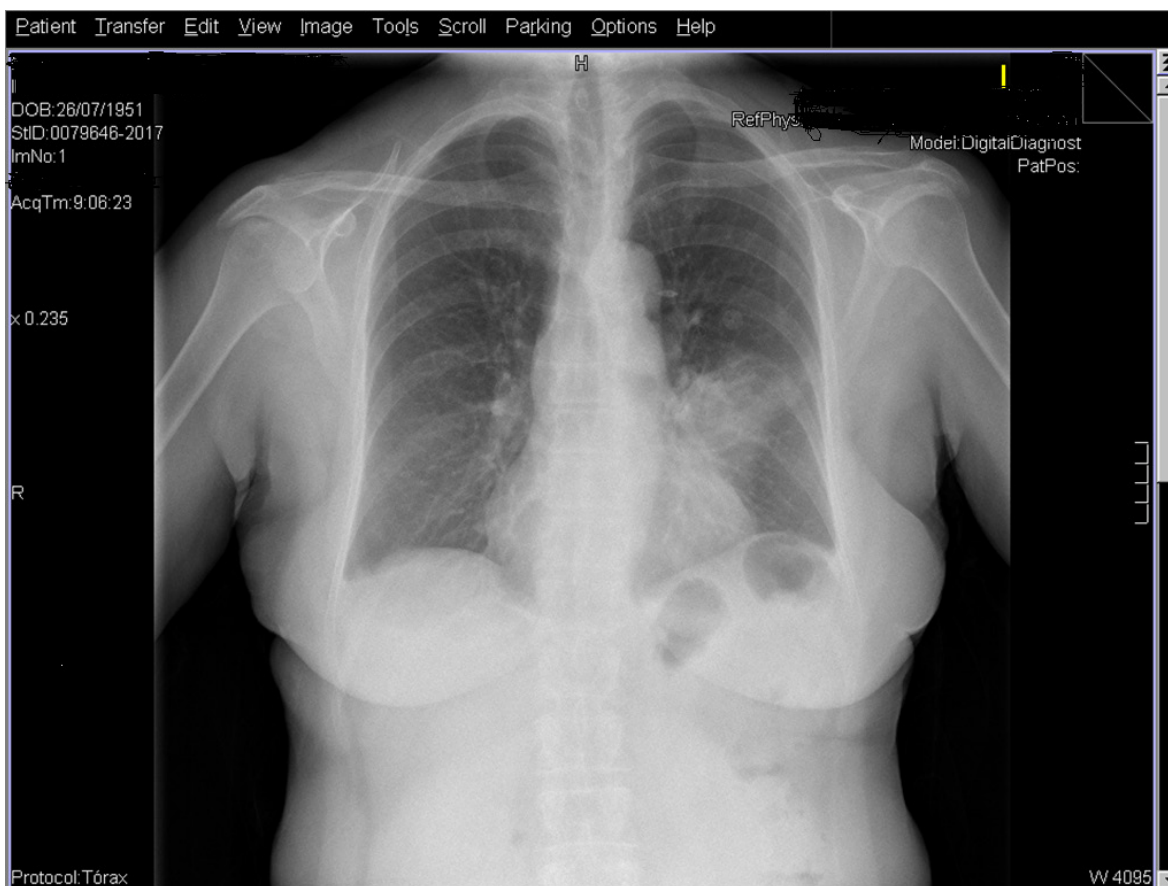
Radiografía de tórax anteroposterior de la paciente en la que se observa un infiltrado a nivel de la língula.
